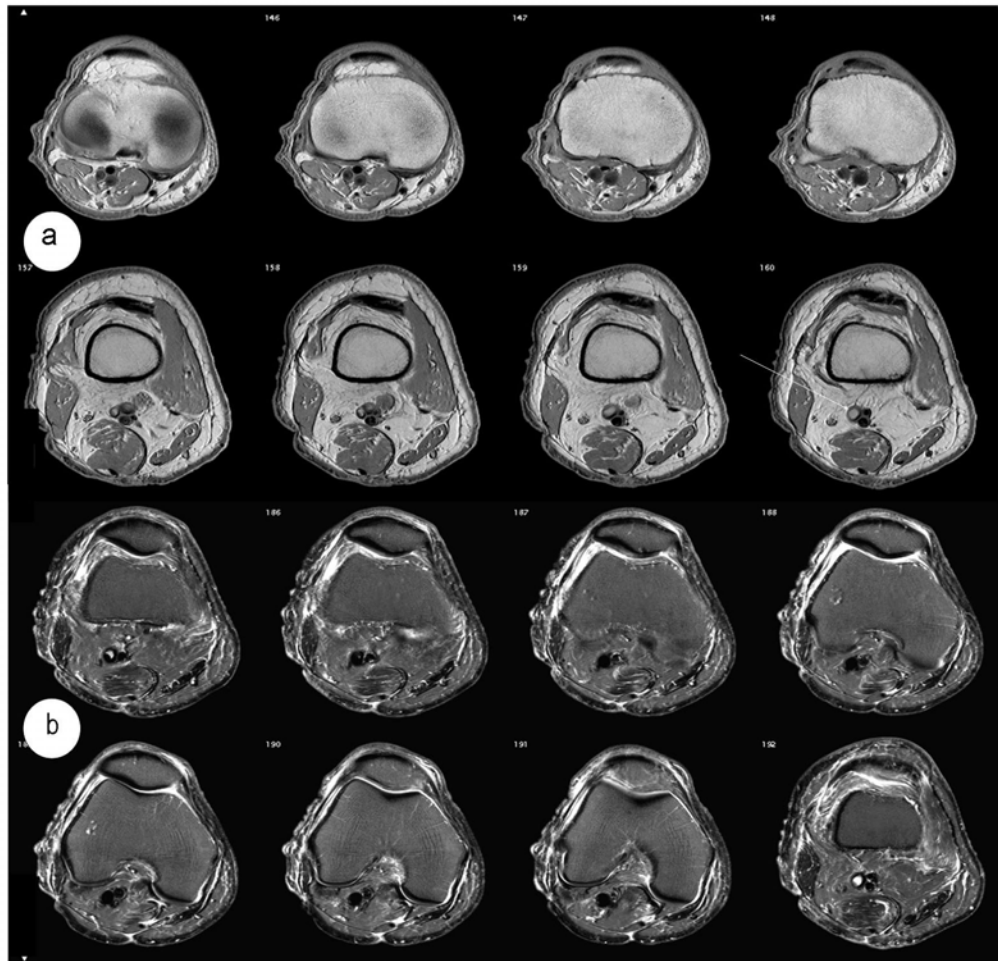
Horizontale T1- und T2- MRT des unfixierten Kniegelenkes von 79 ♀.
